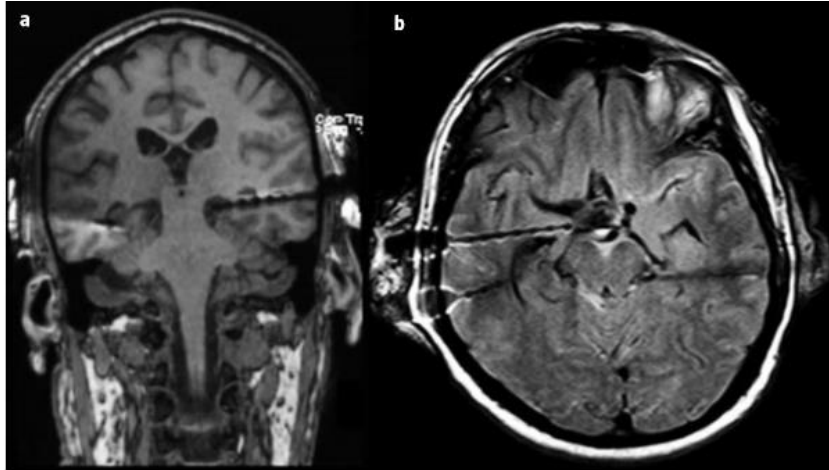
Imagen de resonancia de un paciente con epilepsia mesial temporal bilateral de difícil lateralización con electrodos profundos implantados. Extraído de Téllez-Zenteno, et al (2013)
